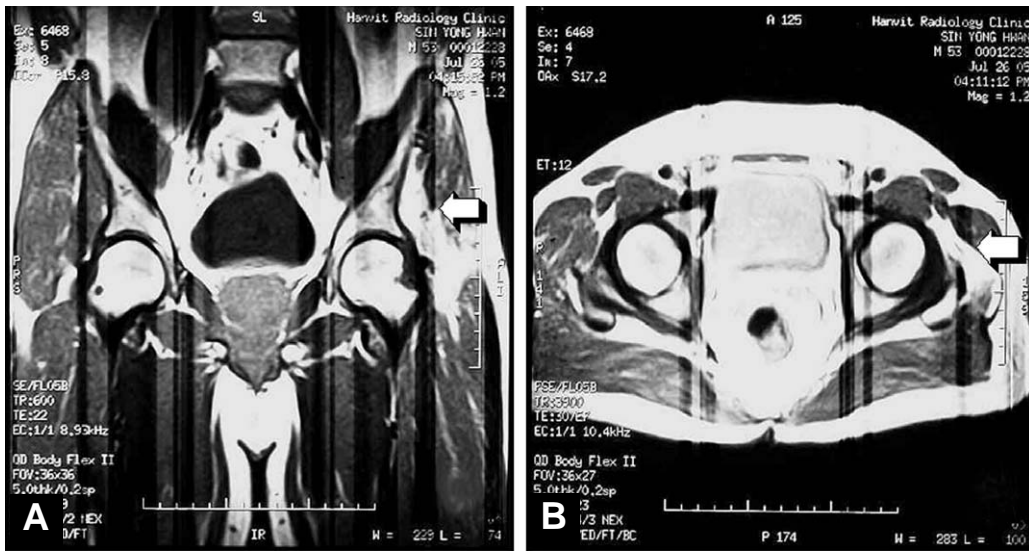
(A) Coronal and (B) Axial T2 weighted MRI image of the pelvis. Arrows indicate atrophic changes in the left gluteus medius and minimus muscles.
